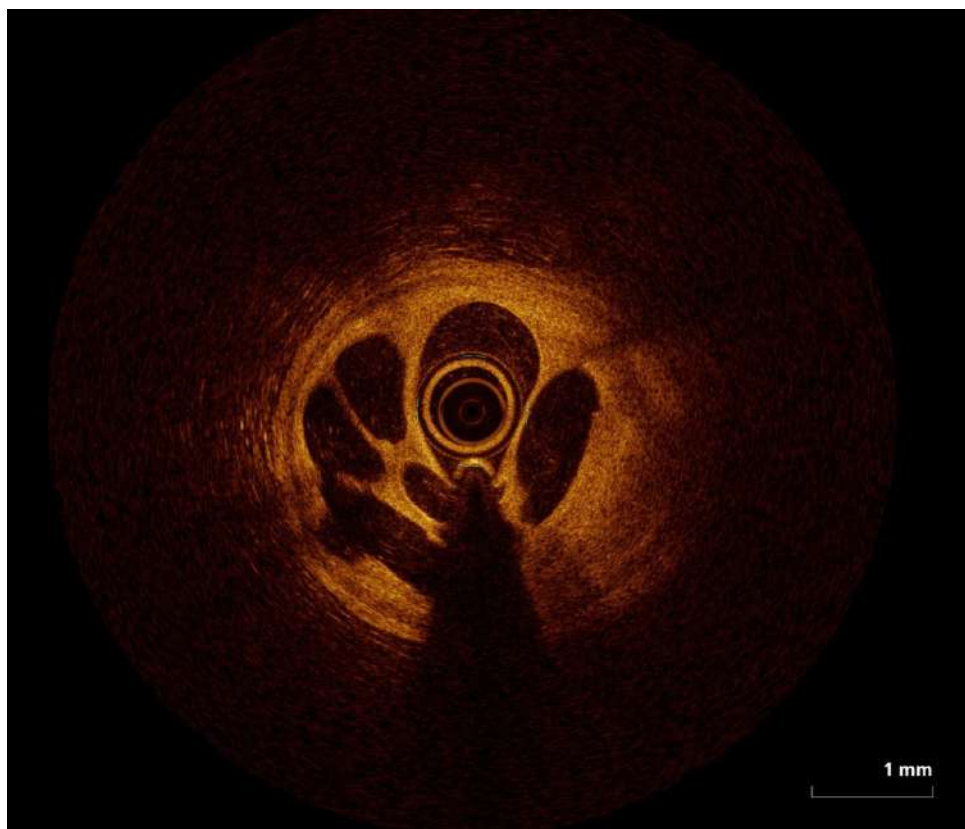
Fotograma de la tomografía por coherencia óptica (OCT) de un corte transversal de la arteria descendente anterior en su segmento próximo-medial. Imagen con alta intensidad
